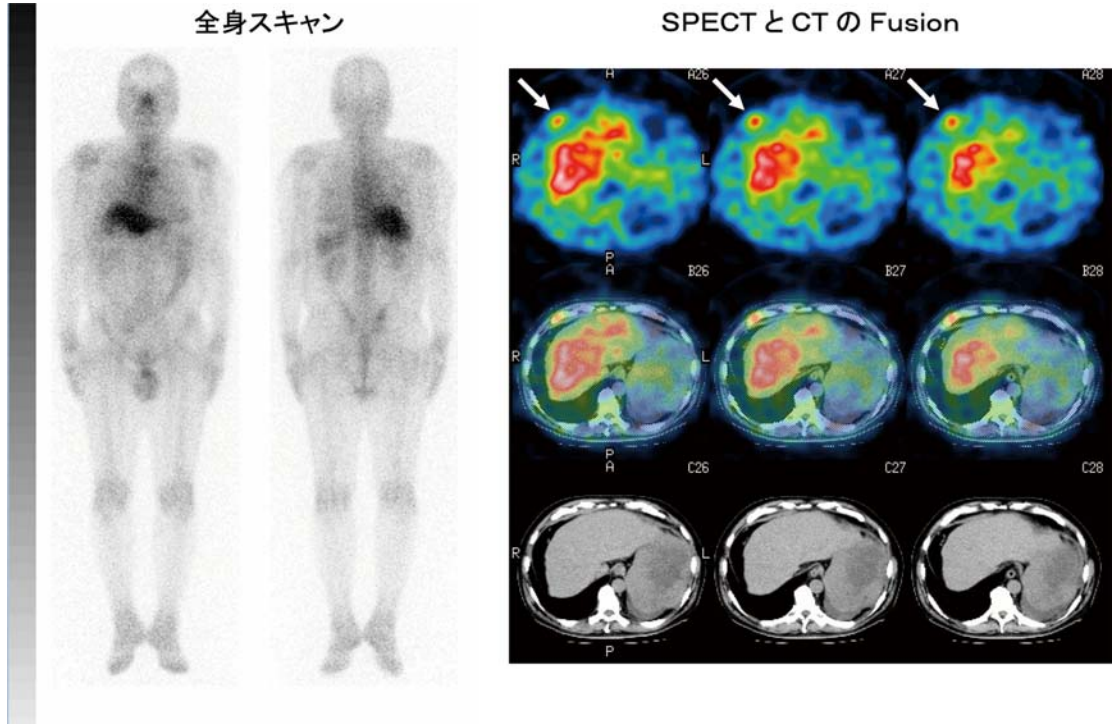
悪性リンパ種の肋骨転移 (SPECT 画像の矢印に示す部位にガリウムの集積が認められるが、全身スキャンでは肝臓との重なりにより検出不可能である。またX線 CT とフュージョンを行うことにより明確に位置が同定できる。)
